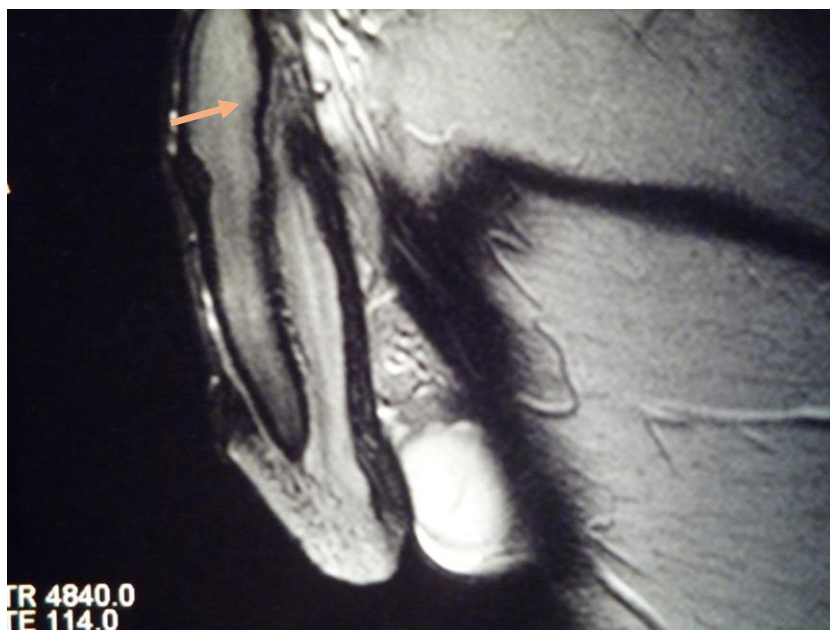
Магнитно-резонансная томограмма при болезни Пейрони, фибропластическая бляшка в тыльной области полового члена.
